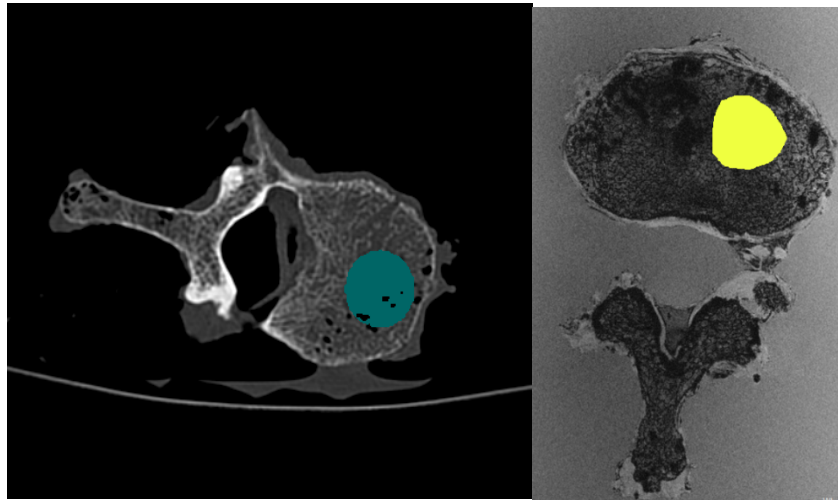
Exemple de ROI en scanner, et ROI en MRI.
